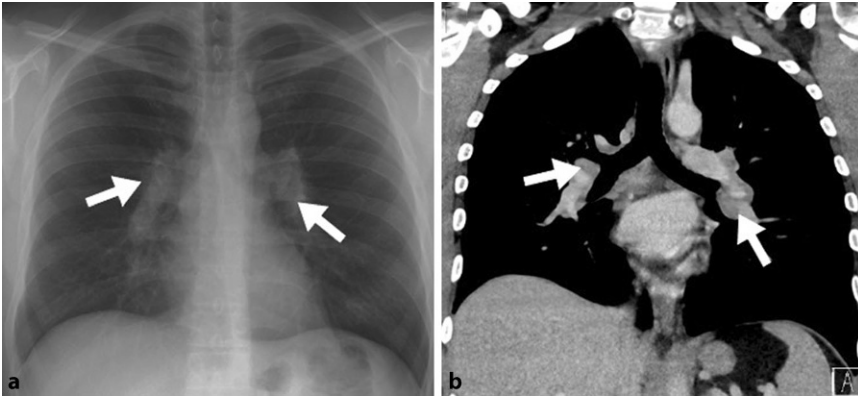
▲ 38 Jahre alter Patient mit bekannter Sarkoidose. a Thoraxröntgen p/a und b HR-CT: bilaterale, hiläre Lymphadenopathie (weiße Pfeile). HR-CT „high resolution“ Computertomographie
